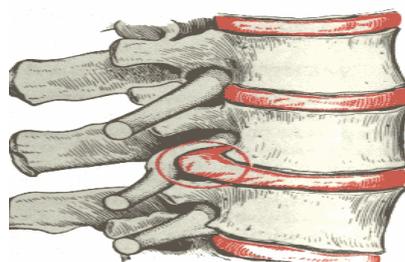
№7. Протрузия пульпозного ядра, раздражение нерва в межпозвоночном отверстии
